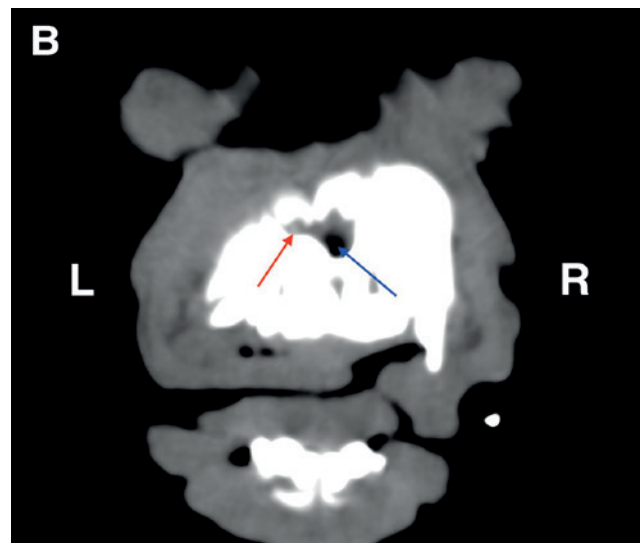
A. Sagittal multiplane reconstructed CT image through the left nasal cavity showing the stenotic pyriform aperture (red arrow). B. Transverse multiplane reconstructed CT image through both nasal cavities. The completely obstructed left pyriform aperture (red arrow) and the 2 mm opening of the right pyriform aperture (blue arrow) are shown.
